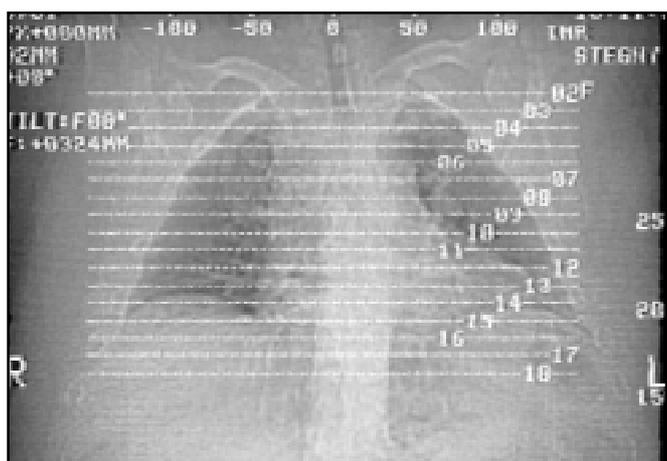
Комп'ютерна томограма грудної клітки хворого С. З обох боків, більше справа, численні осередкові тіні, локалізовані в основному субплеврально. Збільшення бронхопультмональних ЛІВ з обох боків
